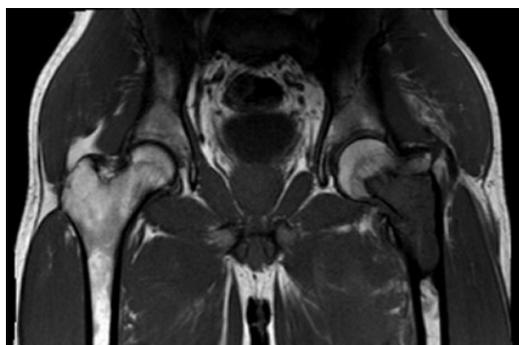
T1 slice on MRI at the initial presentation of the patient
